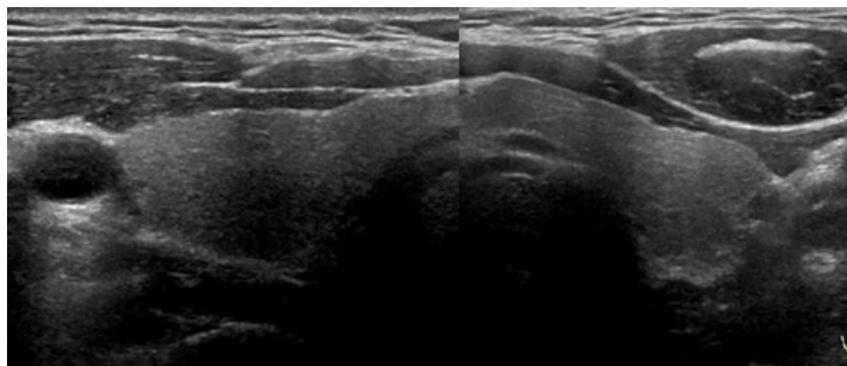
Ultrasonography of the neck. A sonogram reveals a decreased echo in right lobe of thyroid gland.
